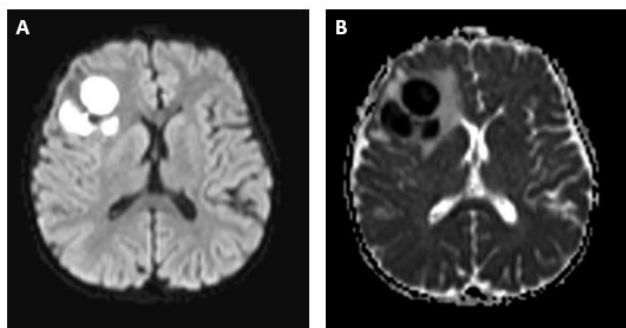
A, Secuencia DWI donde se observa una lesión hiperintensa frontal derecha. B, Hipointensidad en la secuencia ADC, lo que corresponde con una franca restricción a la difusión, compatible con un caso de absceso cerebral. Tomada de archivo con consentimiento del paciente.
